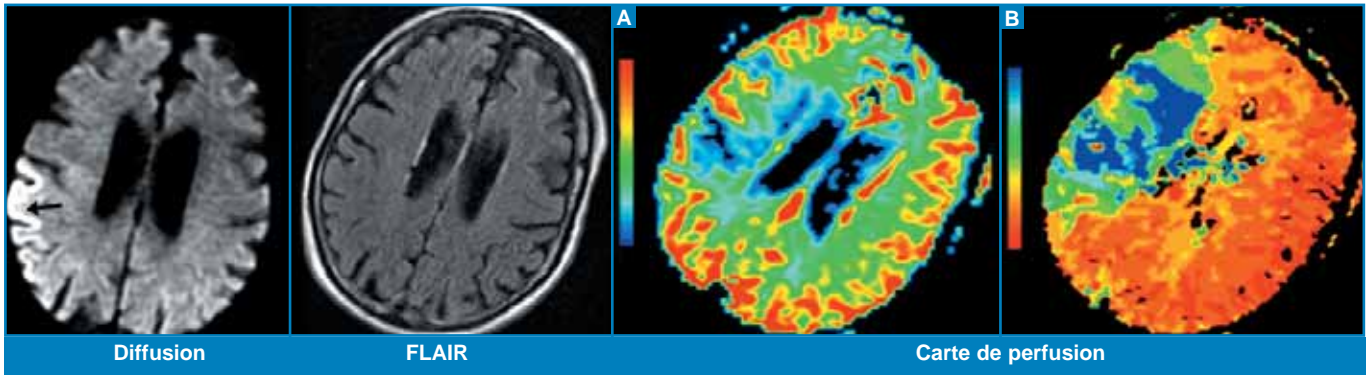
Infarctus cérébral au stade aigu. IRM effectuée 2 heures après la survenue d'un déficit moteur de l'hémicorps gauche. La séquence T2* (non illustrée) éliminait un hématome aigu. La séquence de diffusion montre un hypersignal cortical gyroforme peu étendu non visible en séquence conventionnelle pondérée en T2 (ici FLAIR). L'angio-IRM du polygone de Willis (non illustrée) montrait une occlusion de l'artère cérébrale moyenne droite. La séquence de perfusion montre des anomalies étendues à la quasi-totalité du territoire de l'artère cérébrale moyenne droite: réduction du volume sanguin local (en couleur froide sur la cartographie) A et un allongement du temps d'apparition du gadolinium (en bleu sur la carte de temps d'apparition du bolus de gadolinium) B. Ainsi, il existe chez ce patient un risque d'extension de l'infarctus devant la présence de tissu cérébral normal en diffusion mais anormal sur les séquences de perfusion (ou "mismatch" perfusion/diffusion).
